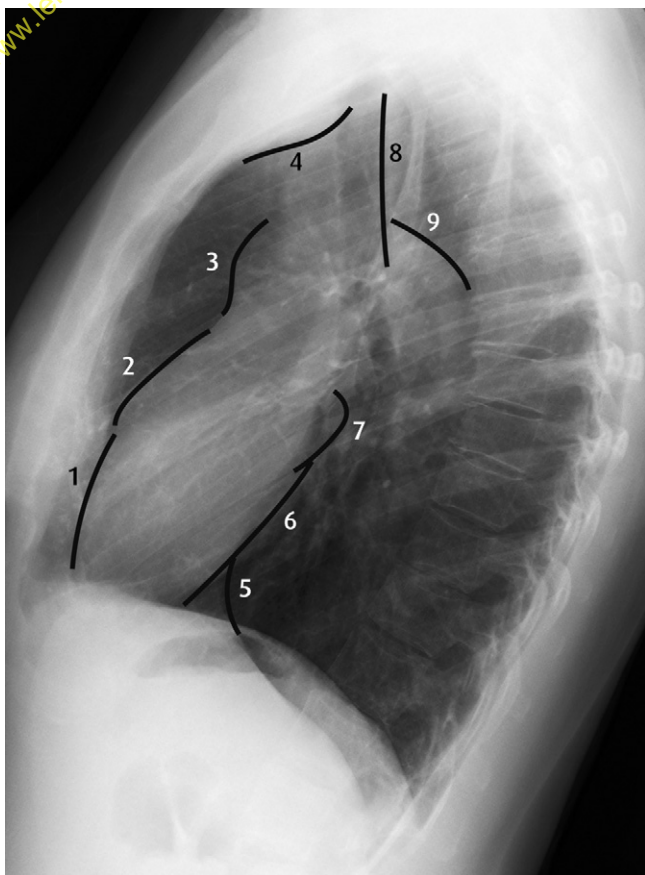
Radiographie thoracique de profil gauche, lignes et bords médiastinaux.
